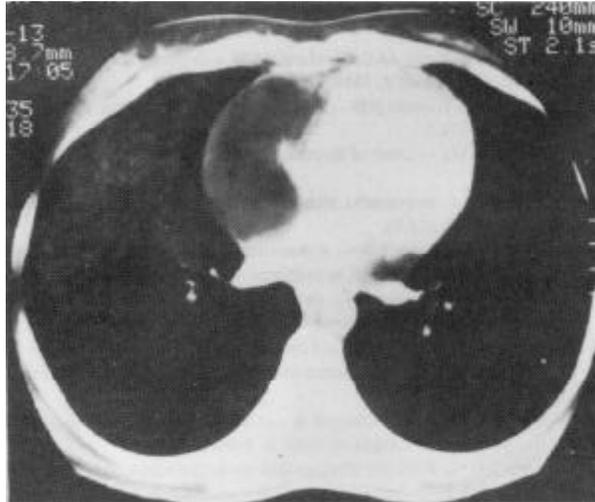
Tomografia computadorizada do tórax: massa de linagem adiposa deslocando átrio e ventrículo direitos.
